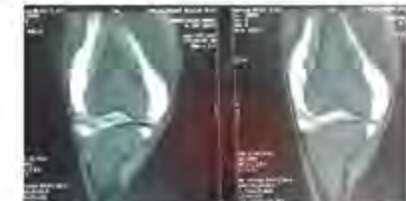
IRM du genou (coupe frontale)
